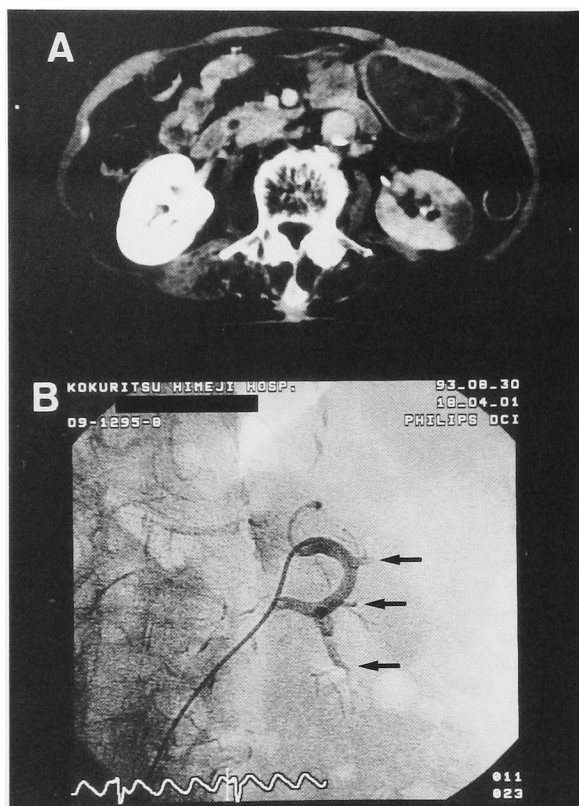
A: CT reveals wedge-shaped renal infarcts. B: Selective left renal arteriogram demonstrates segmental artery embolism (arrows).
